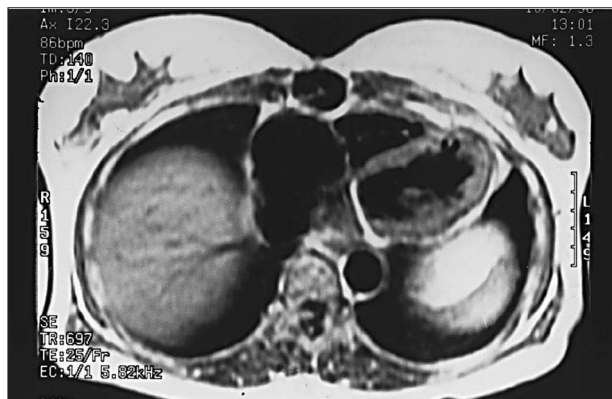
Resonancia magnética, plano axial de las cavidades ventriculares. Se observan dos pequeños divertículos contiguos en el ápex del ventrículo izquierdo.
